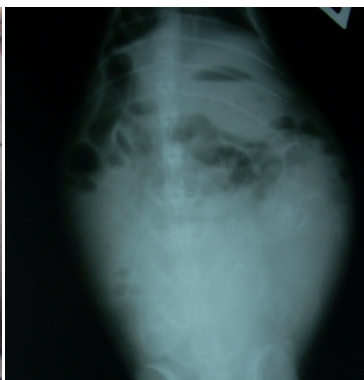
Обзорная рентгенография брюшной полости у кролика, 2-е сутки моделирования
